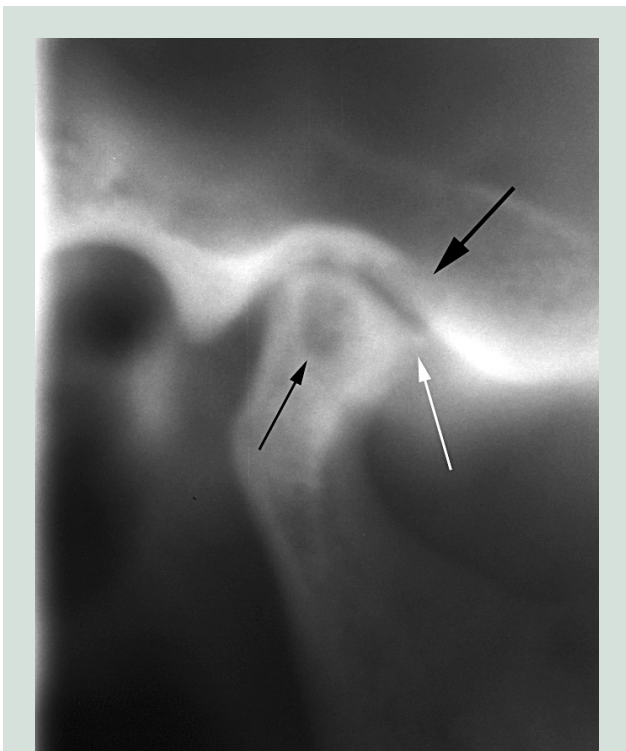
Lateral tomografisk røntgenoptagelse af højre kæbeled visende artrotiske forandringer. Kondyl: overfladeaffladning, anterior osteofytdannelse (hvid pil), stor subkondral opklaring (sort pil); fossa mandibularis: subkondral opklaring (fed sort pil); tuberculum articulare: sklerosering.
